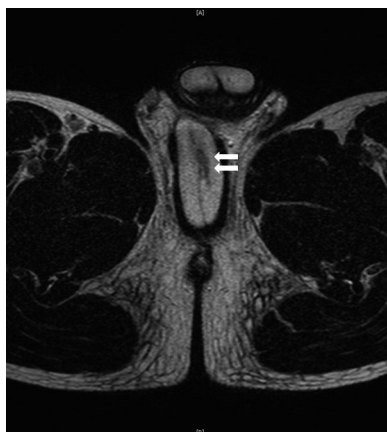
MRI showed a restiform shadow (arrows) on the left side of the corpus spongiosum.
